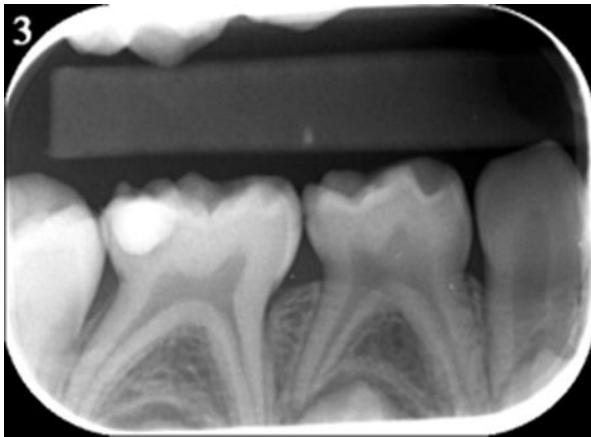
Röntgenbild und DIAGNOcam®-Bild vom Patient Nummer 3.
